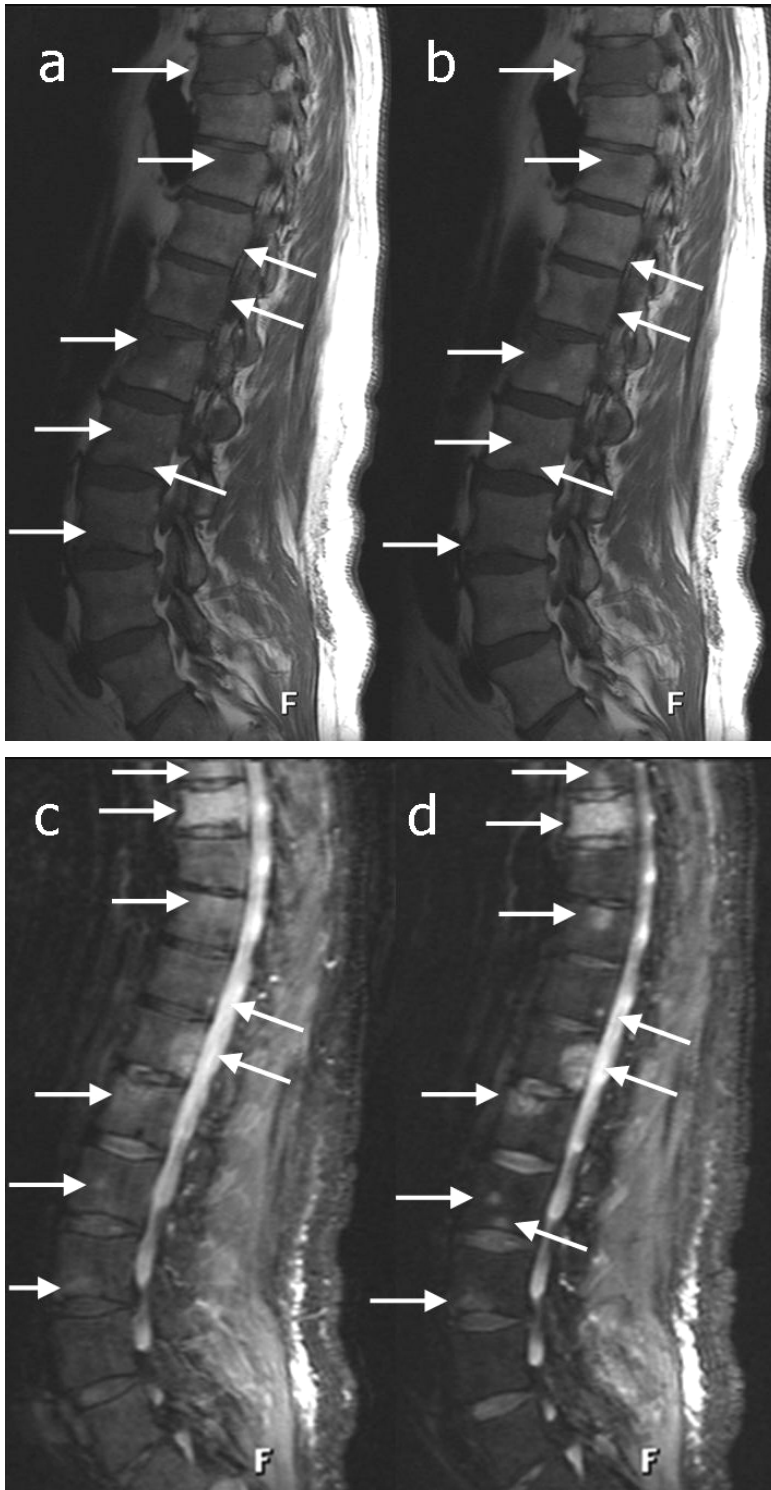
MRT-Aufnahmen der unteren thorakalen und lumbalen Wirbelsäule einer 42-jährigen Frau mit multiplen fokalen Tumorinfiltrationen (Pfeile). Bild (a) und (b) zeigen die sagittale T1-gewichtete FSE-Sequenz (600/12 ms TR/TE) vor (a) bzw. nach (b) Sinerem®-Applikation; Bild (c) und (d) zeigen die sagittale STIR-Sequenz (5420/29 ms TR/TE) vor (c) und nach (d) Sinerem®-Applikation. Die starke Signalabnahme des Knochenmarks nach Sinerem®-Infusion auf STIR-Aufnahmen führte zu einer wesentlich besseren Abgrenzung von fokalen neoplastischen Läsionen (Pfeile). Außerdem war die kleine (<1 cm) neoplastische Läsion am Boden des 2. LWK auf dem Pre-kontrast-STIR-Bild nicht sichtbar.
